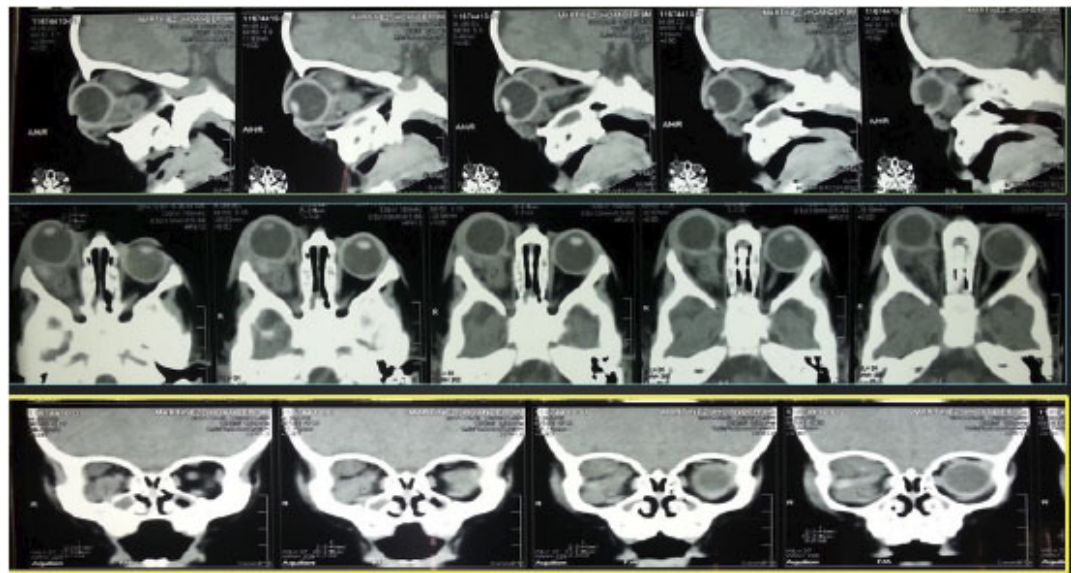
TAC de orbita donde se evidencia LOE en espacio retro ocular derecho, con densidad blanca y líquida, con realce tras administración de contraste endovenoso.
